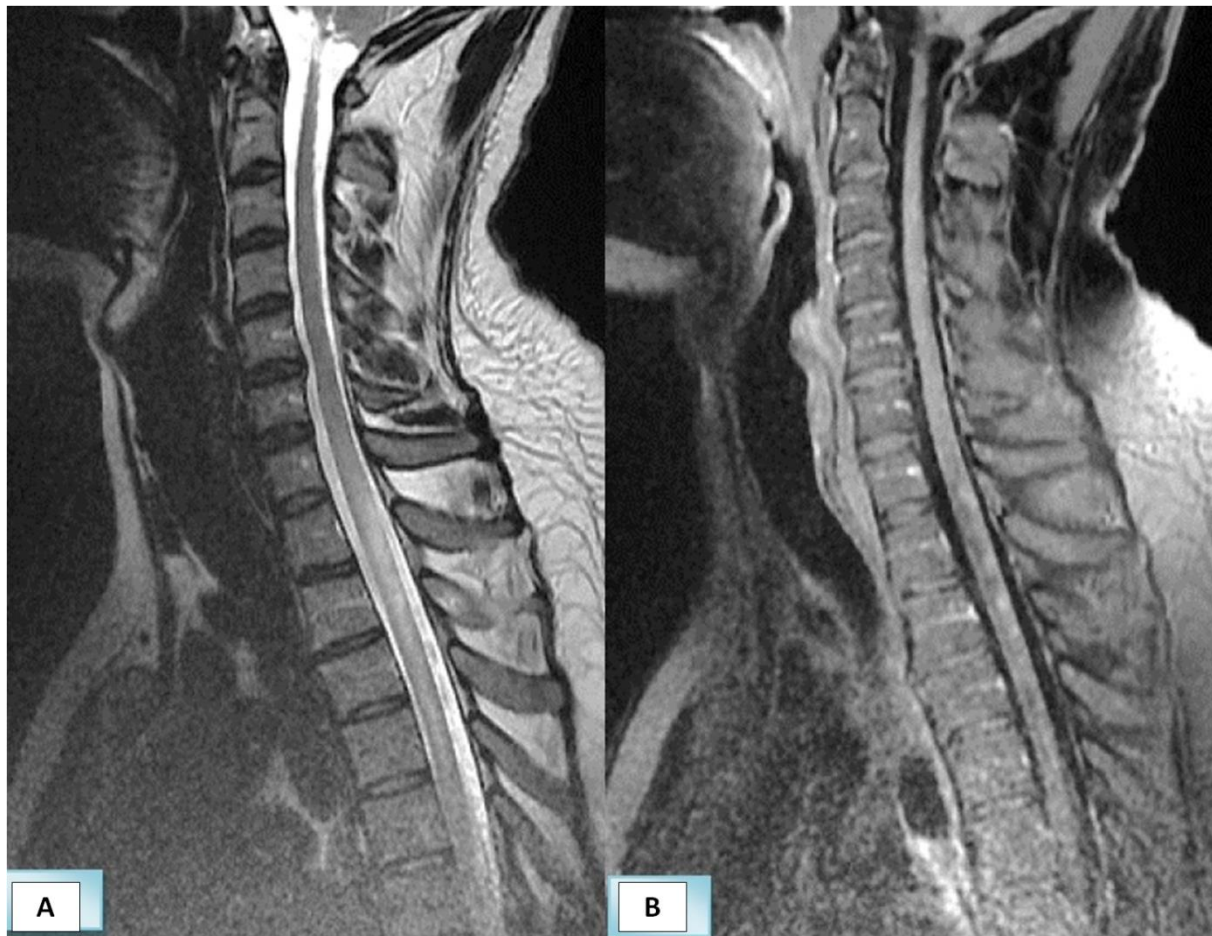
L'IRM médullaire montre une anomalie de signal de la moelle dorsale à hauteur de D1, D2 et D3 à type d'hypersignal T2 (coupe sagittale : A), avec prise de contraste modérée, nodulaire et périphérique prédominante sur le cordon postérieur (coupe sagittale : B).
